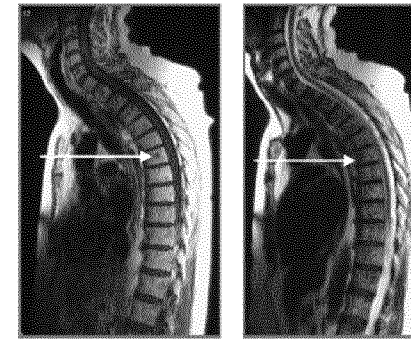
A 71-year-old lady who presented to the IFEC clinic with diffuse spinal pain. Her pain was progressively worsening and occasionally awoke her from sleep. Scintigraphy was ordered and following these results MR imaging was obtained. MR imaging of the thoracic spine in the sagittal plane is presented with the T1-weighted image on the left and T2-weighted image on the right. Notice the markedly abnormal bone marrow throughout all of the visualised spine well demonstrated as a decreased signal intensity of the bone marrow on the T1-weighted image of T6 marked by the arrow on the left image and the increased signal intensity at the same level on the T2-weighted image. Biopsy was performed and confirmed metastatic disease to the spine.
